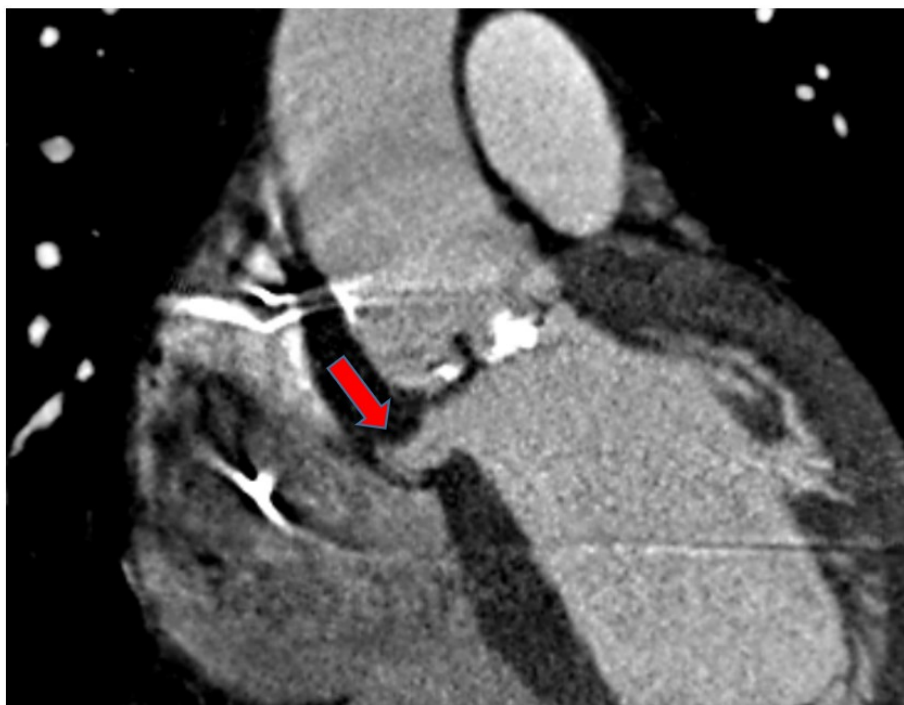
КТ- дослідження (стрілкою позначено атріовентрикулярний дефект Гербодє в перимембранозній частині МШП.
